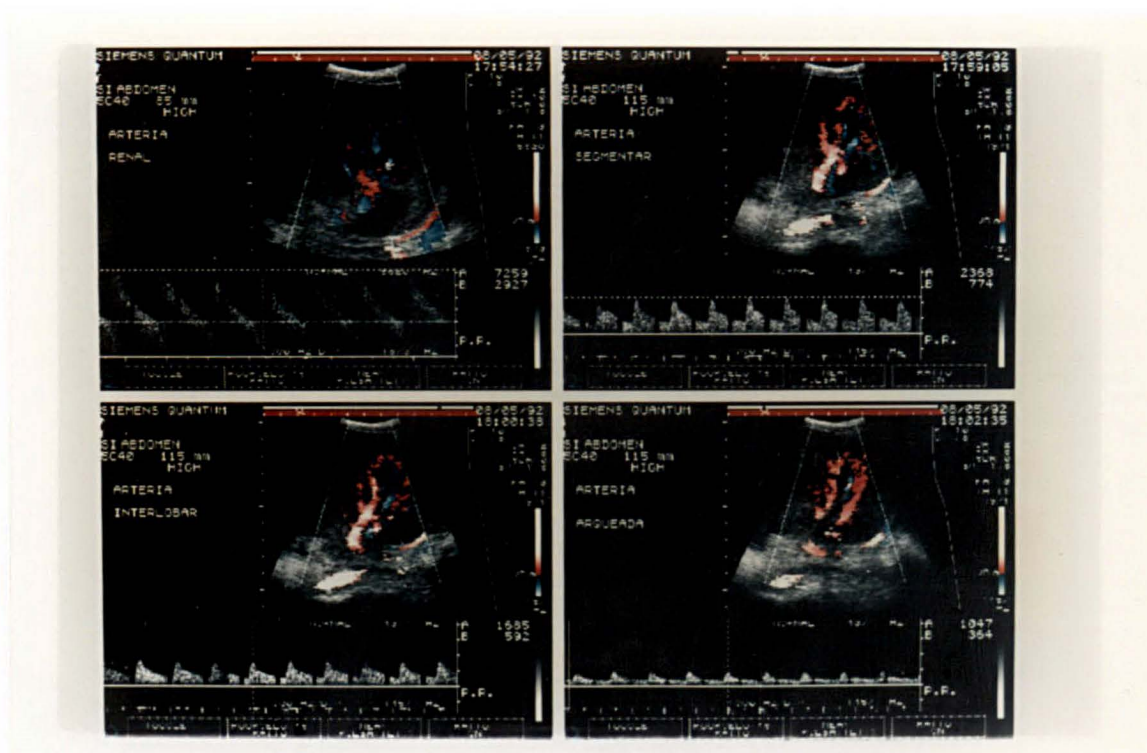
ANÁLISE QUALITATIVA DO DOPPLER E CURVAS DE FLUXO DAS ARTÉRIAS RENAL, SEGMENTAR, INTERLOBAR E ARQUEADA (CASO A13)
